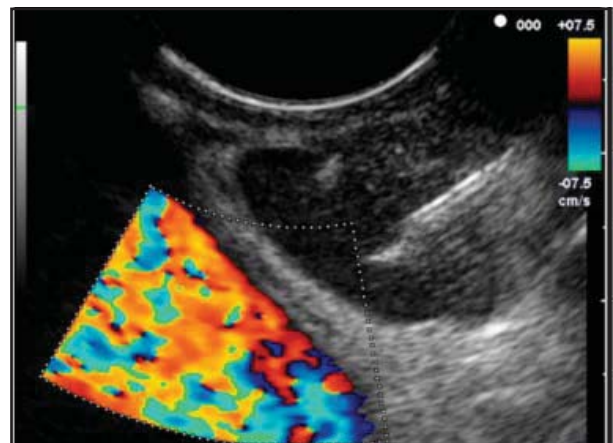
EUS com punção de linfonodo na posição 4 esquerda, o vaso é bem identificado pelo modo Doppler.
